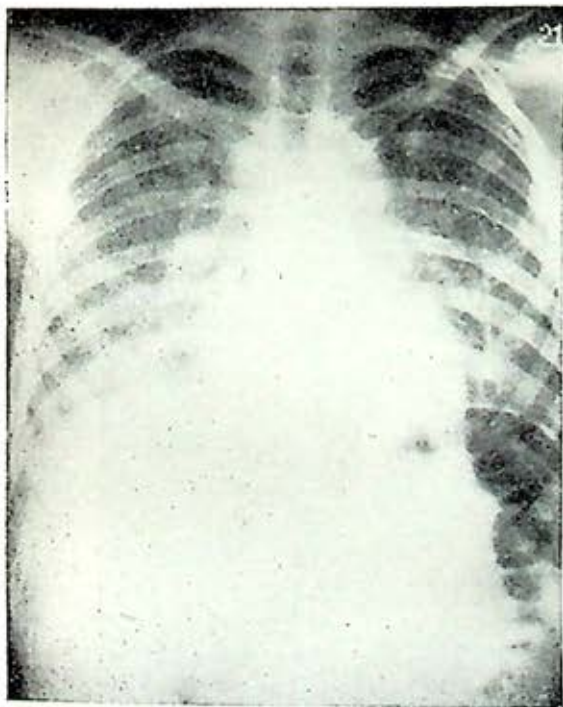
Radiografía de tórax de un caso de AAE por proteínas aviarias. Se aprecia imagen nodular bilateral.
